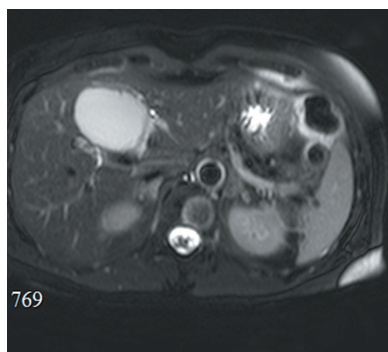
Магнитно-резонансная томография пациентки 4 до оперативного лечения
